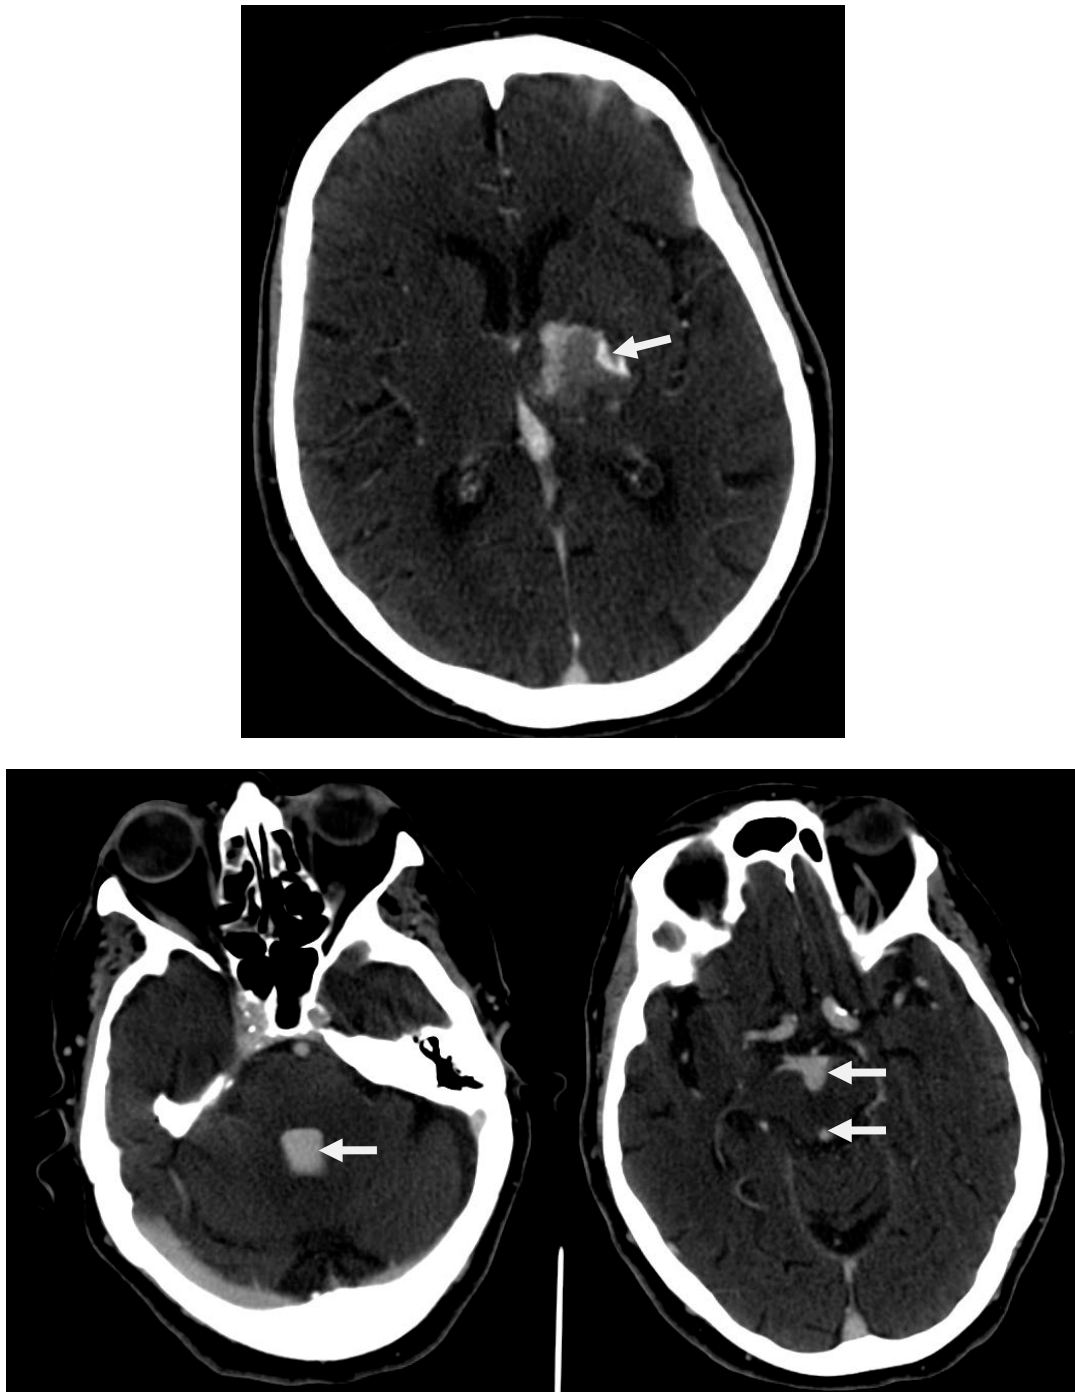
TC cráneo a los 2-3 minutos de haber introducido contraste. Se visualiza un crecimiento del hematoma en tan solo 2-3 minutos, con invasión intraventricular visualizándose extravasación activa del contraste en acueducto de Silvio, IV ventrículo y cisterna interpeduncular, la invasión intraventricular no estaba presente en el TC cráneo que se realizó 3 minutos antes. A los 20 minutos la paciente fallece.
